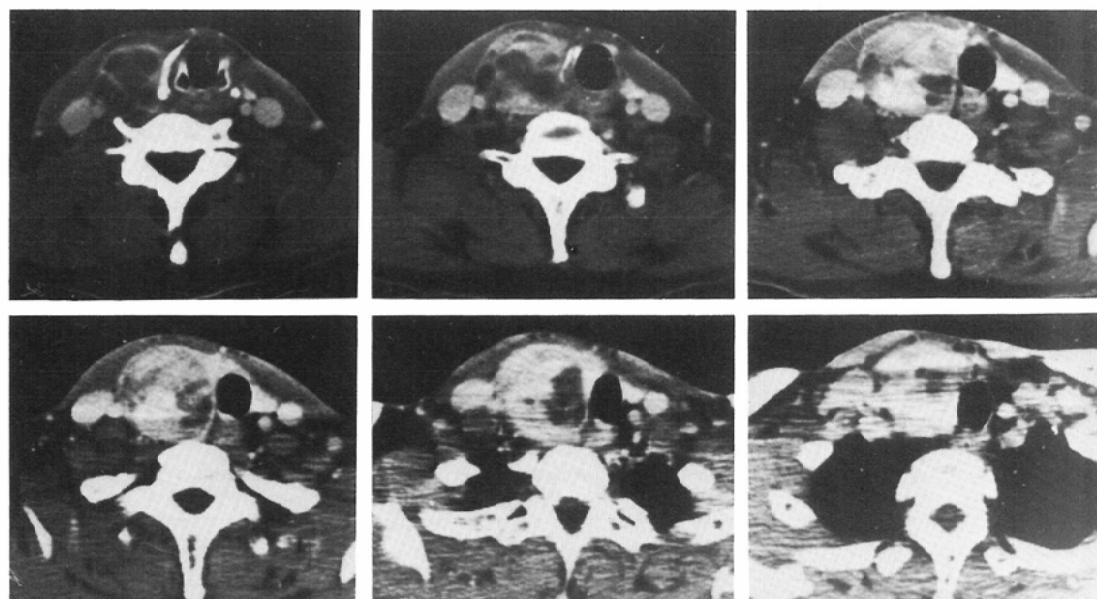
H.K. follicular adenoma of the right lobe, CT image
